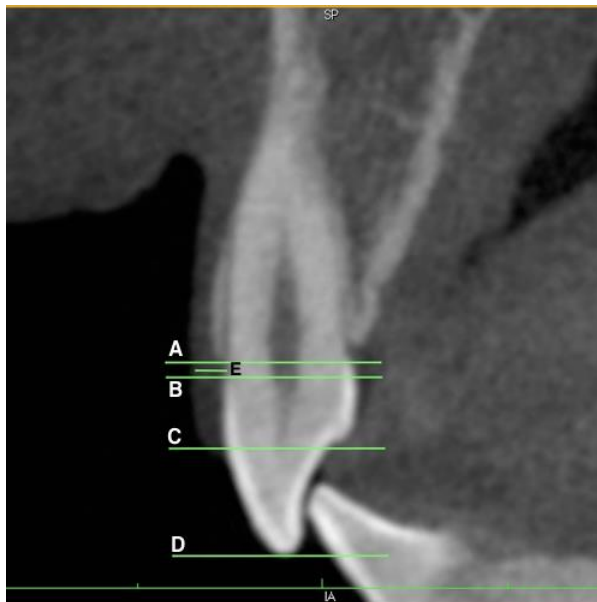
Medidas na tomografia computadorizada de feixe cônico de tecidos moles (TCFC-TM) Linha A-B: Distância da junção cimento esmalte–crista óssea (JCE-CO); Linha B-D: Altura da coroa anatômica (ACA); Linha C-D: Altura da coroa clínica (ACC); Linha E: Espessura Gengival (EG).
